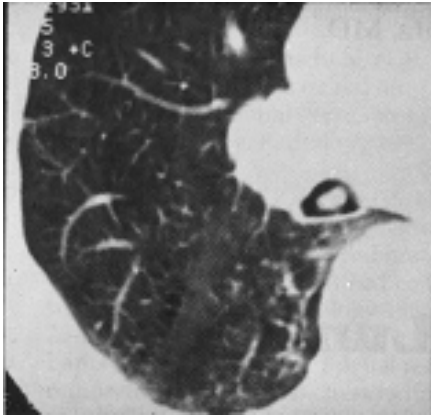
Corte de TC a la altura del bronquio intermedio, pulmón derecho; tumor en el interior de la luz bronquial.
